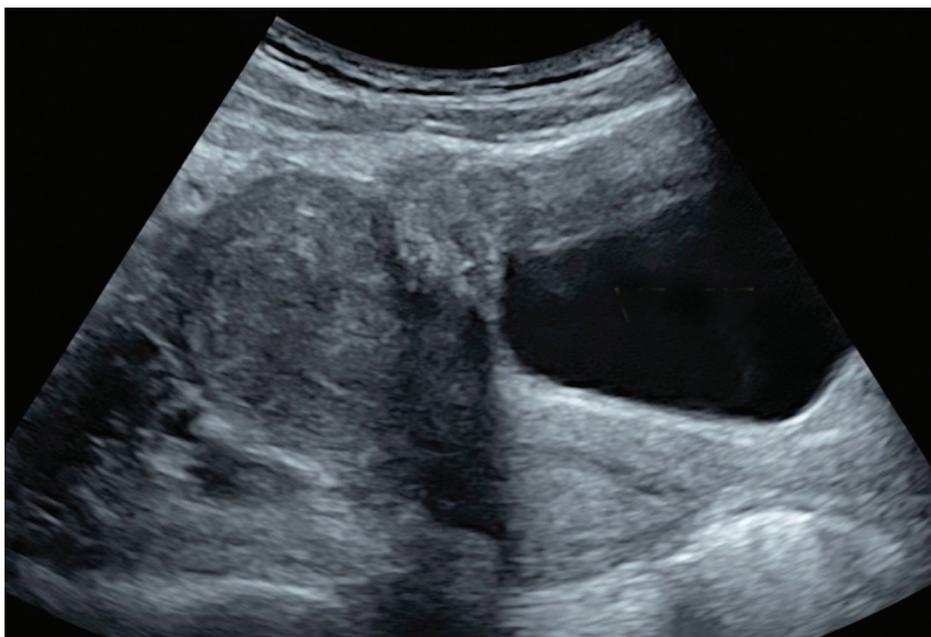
Échographie par voie abdominale. Vessie en semi-réplétion chez une jeune patiente âgée de 24 ans, vierge. On visualise un nodule endométriosique haut situé dans l'espace vésico-utérin sans envahissement vésical. Ce nodule est hyperéchogène par rapport au myomètre, avec un cône d'atténuation postérieur.
